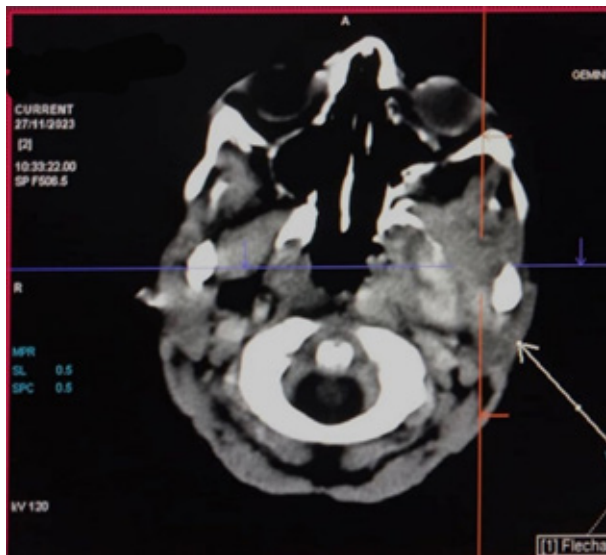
Tomografía Axial Computarizada. Vista axial. Lesión que ocupa los espacios: masticador, parafaríngeo, pre y pospteroideo y paratiroideo izquierdos.
